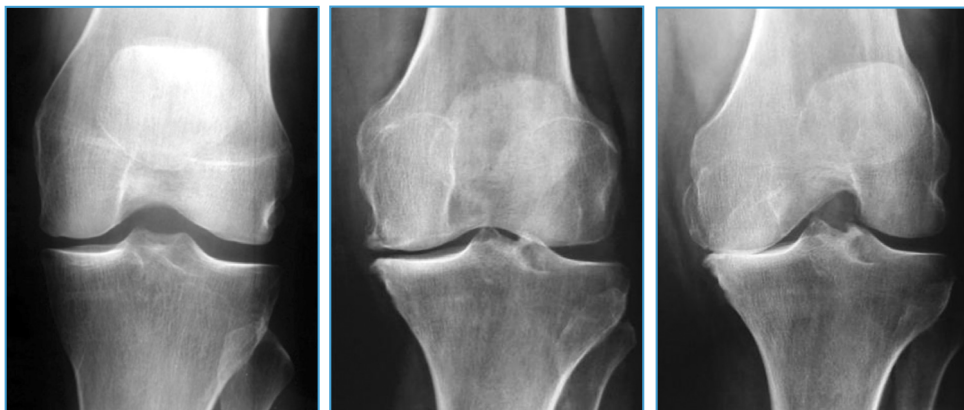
Gonarthrose du compartiment interne du genou sur la radiographie de face montrant différents stades évolutifs de la maladie.
